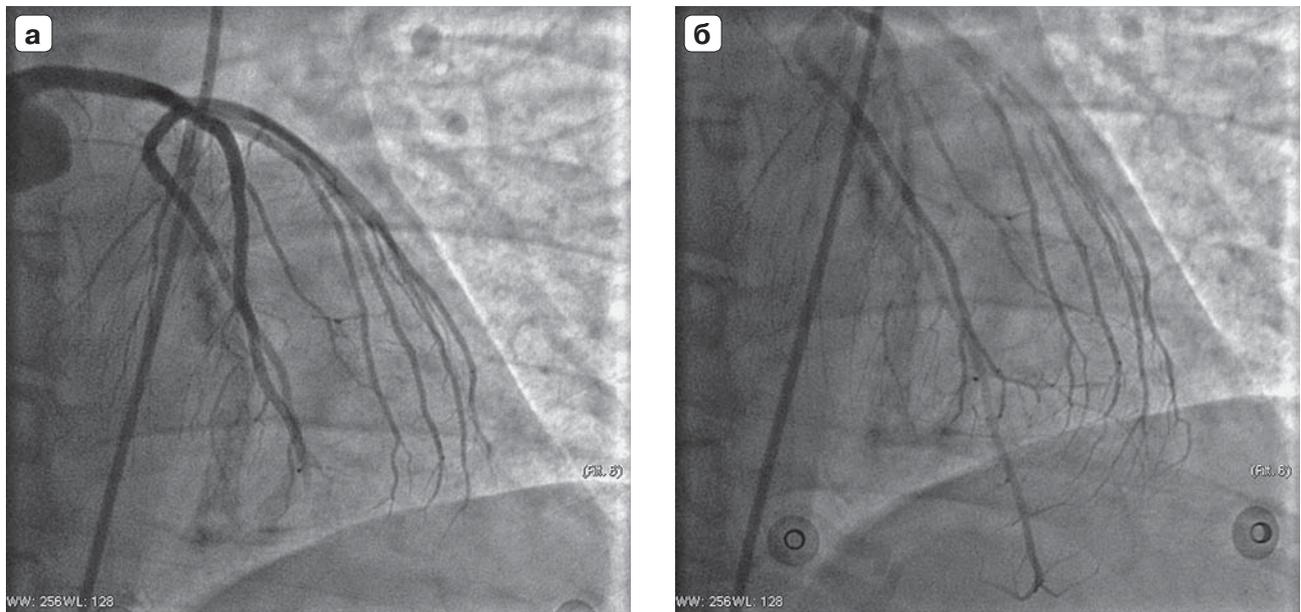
Ангиографические признаки улучшения контрастирования ПНА. а – увеличение скорости пассажа контрастированной крови по ПНА; б – расширение дистальных отделов ПНА, улучшение миокардиальной перфузии.
